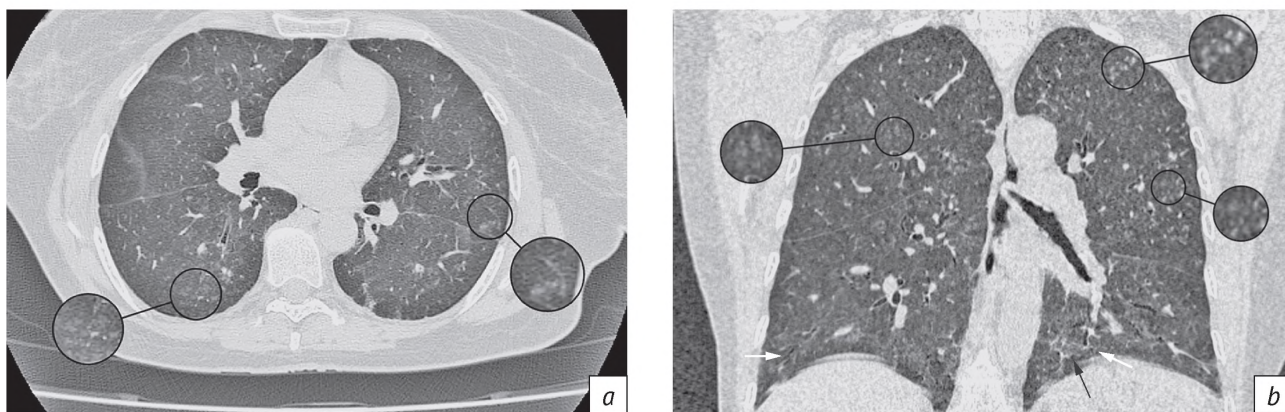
Женщина, 59 лет, фиброзный гиперчувствительный пневмонит. Результаты высокоразрешающей компьютерной томографии (ВРКТ):
